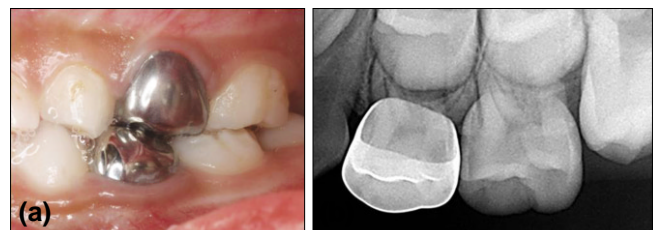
Intraoral view(a) and periapical view(b) after 3 months.
